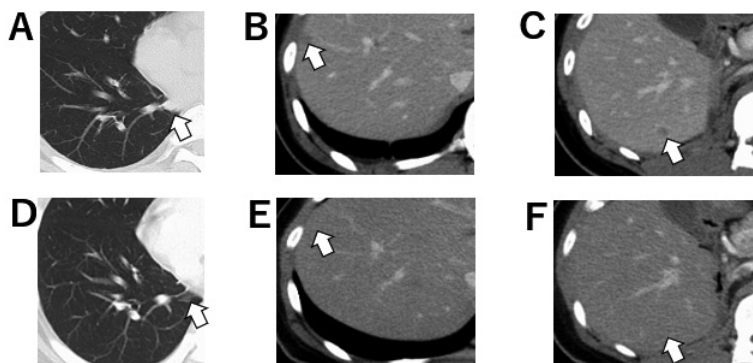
Plain CT (A, D), enhanced CT (B, C, E, F)
